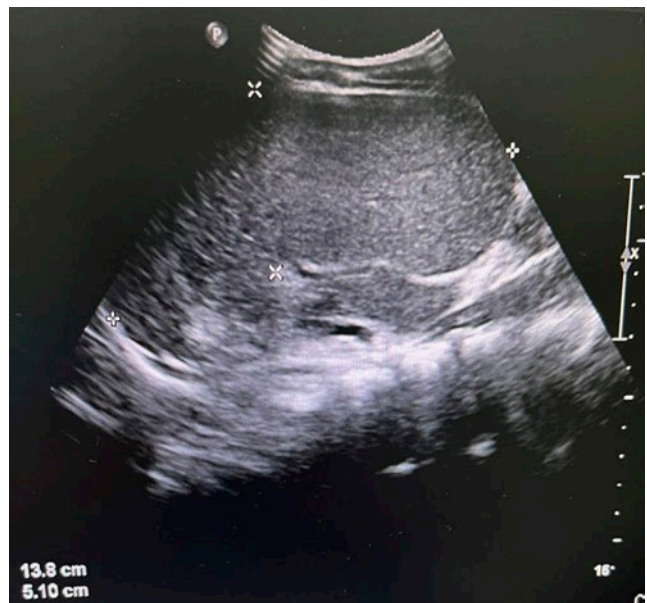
Ecografía longitudinal del bazo: esplenomegalia.
